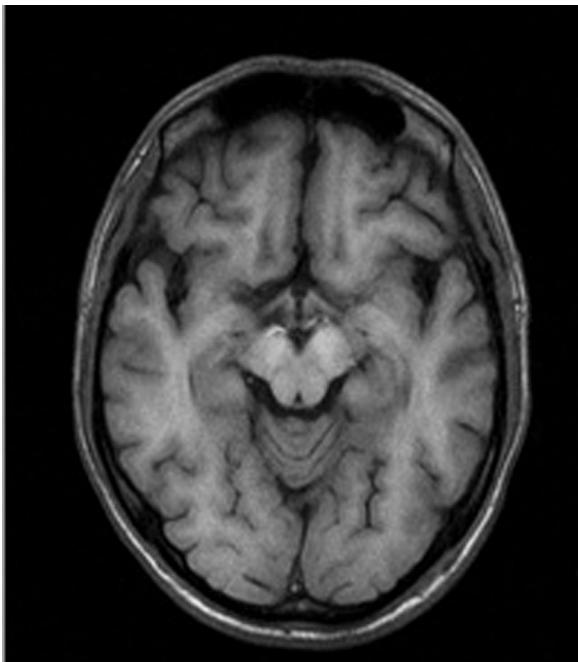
Patient 1: Cerebral MRI scan, T1-weighted images. Hyperintense signal of paleostriatum.
